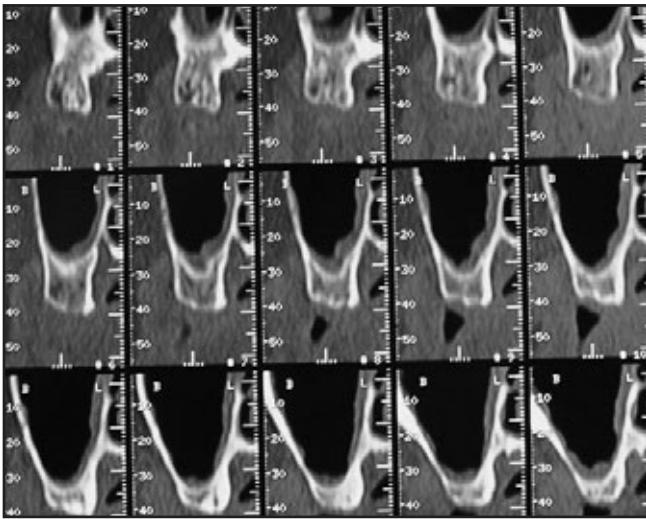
bis 2f CT-Scans (von posterior nach anterior) des rechten Quadranten.
